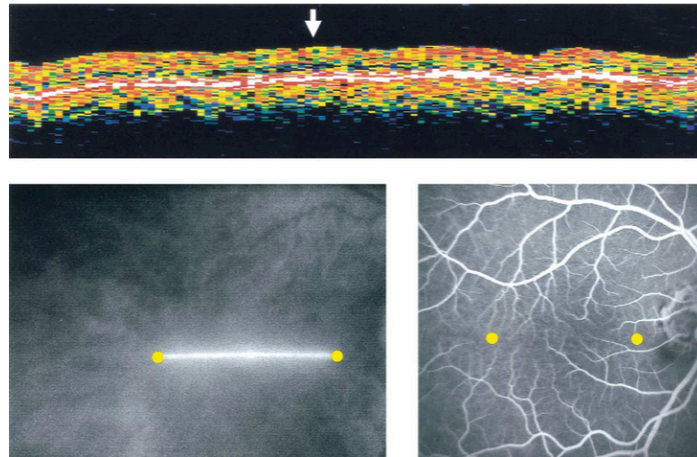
En haut : Coupe de la rétine passant par le centre de la macula en OCT time Domain. Absence totale de dépression fovéolaire. En bas : Localisation de la coupe OCT : limites figurées par les deux points jaunes. (McGuire DE, Weinreb RN, Goldbaum MH. Foveal hypoplasia demonstrated in vivo with optical coherence tomography. American Journal of Ophthalmology. 2003 Jan;135(1):112-4.) (3)
